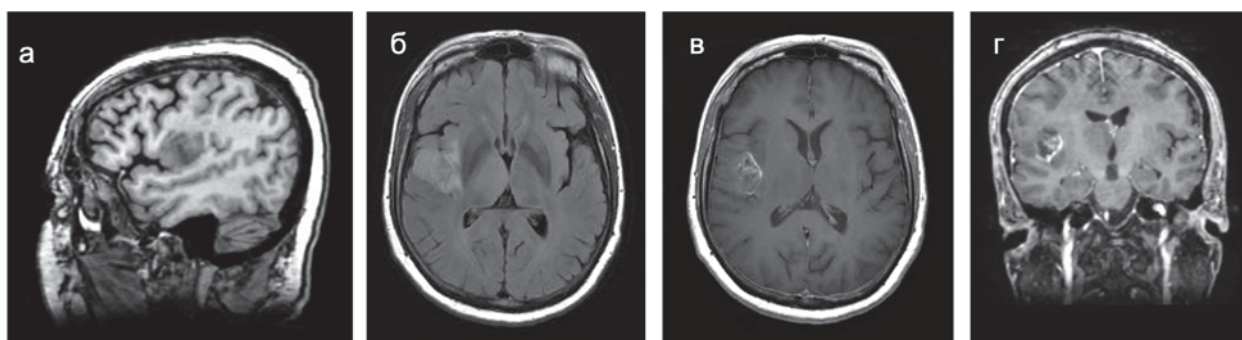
Внутримозговая опухоль правого полушария с поражением лобной и островковой долей головного мозга с незначительным перифокальным отеком и гетерогенным накоплением контрастного препарата. МРТ до операции:
